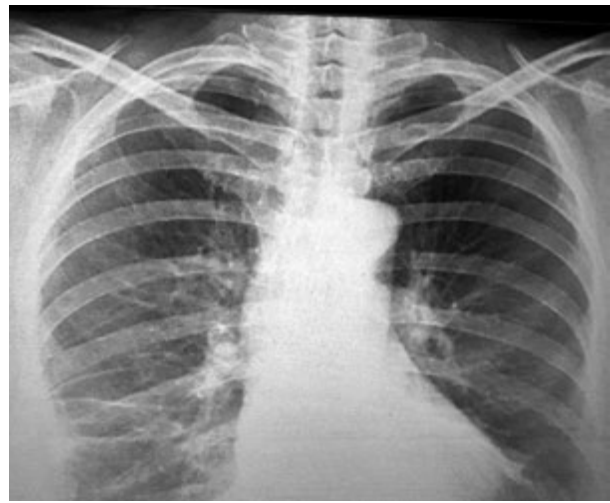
Рентгенограма органів грудної порожнини в прямій проекції. Міліарна дисемінація в легенях. Правобічний туберкульозний осумкований плеврит
